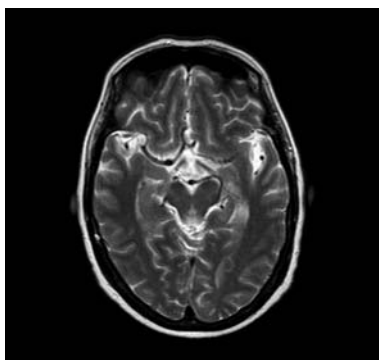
Encefalopatía de Wernicke. RM plano axial T2. Se visualiza señal hiperintensa de la placa tectal y de la sustancia gris periacueductal.
